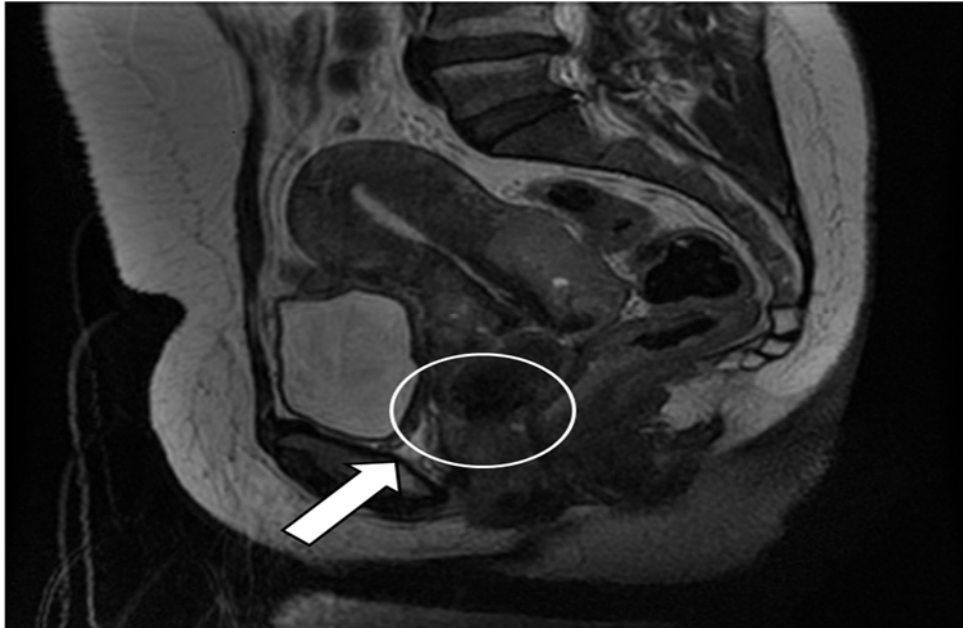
Imagem de ressonância magnética pélvica da paciente em corte sagital T2 apresentando lesão expansiva do colo uterino de contornos borcelados com acometimento da cúpula vaginal e discreta infiltração do septo vésico-uterino.
